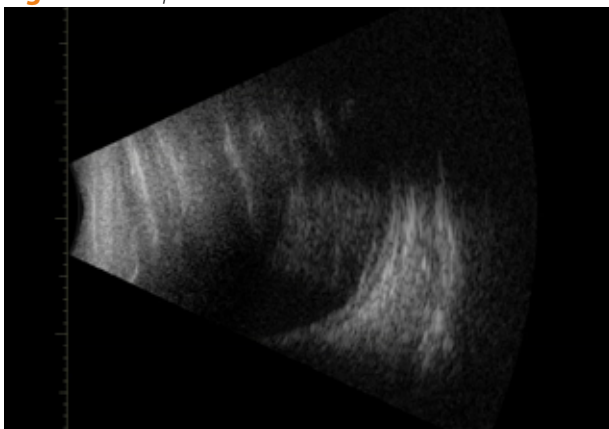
Ultrasonografía donde se observa burbuja de gas intraocular con Desprendimiento de Retina inferior.
